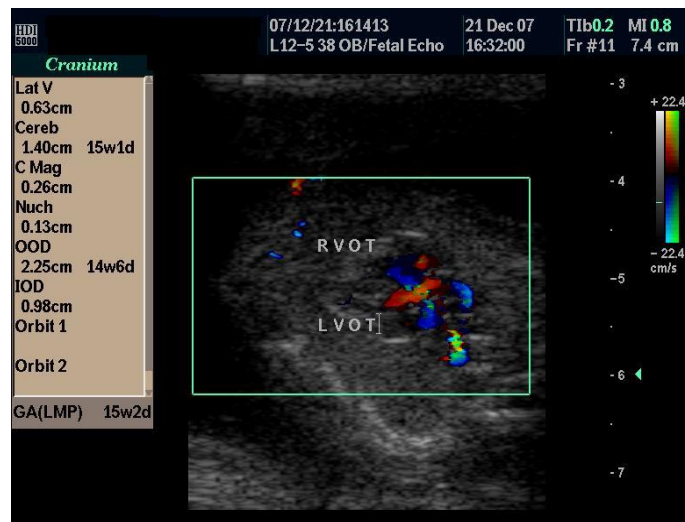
Prikaz izlaznog trakta levog srca siva skala i kolor doppler
